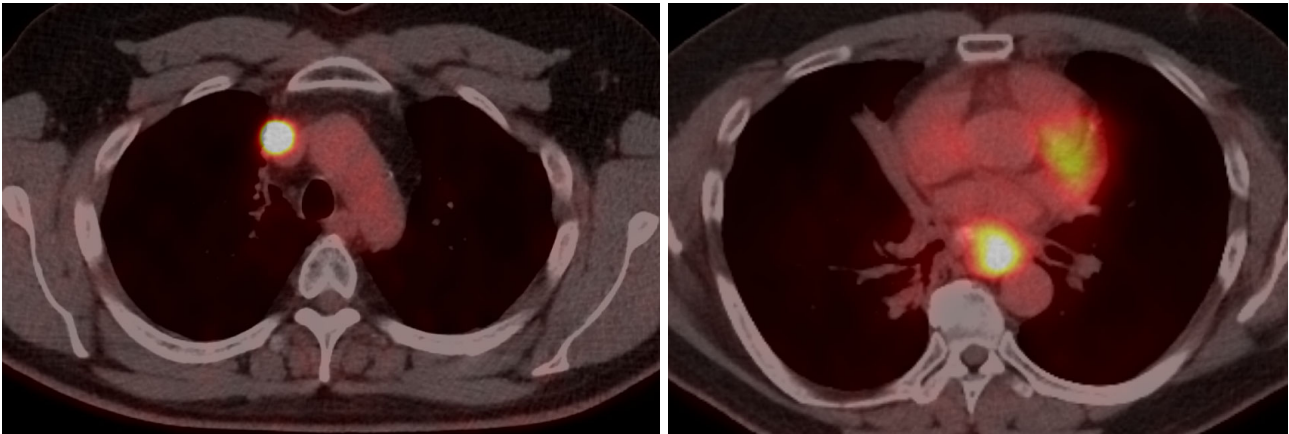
PET findings at recurrence. Recurrence in mediastinal lymph nodes occurred within the irradiated area.
